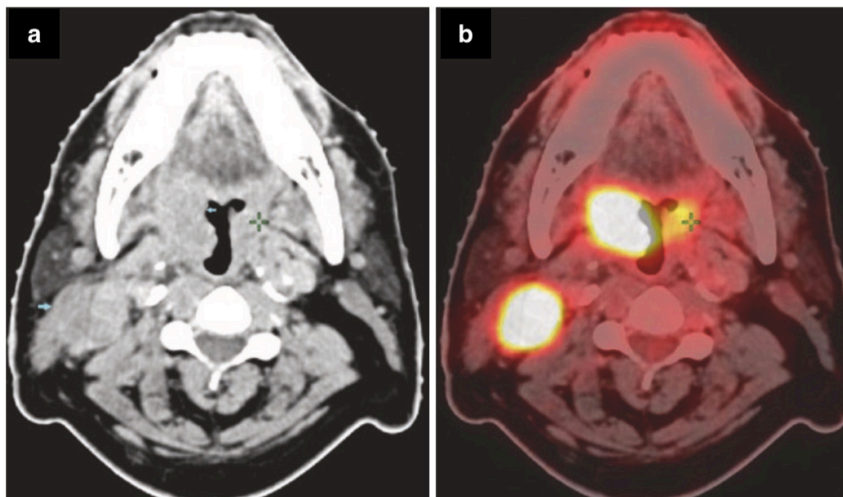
Paciente con una tumoración primaria en amígdala palatina derecha y metástasis ganglionar cervical en área II ipsilateral. a: corte axial obtenido a través de TC. b: corte axial obtenido a través de PET/TC (68).
